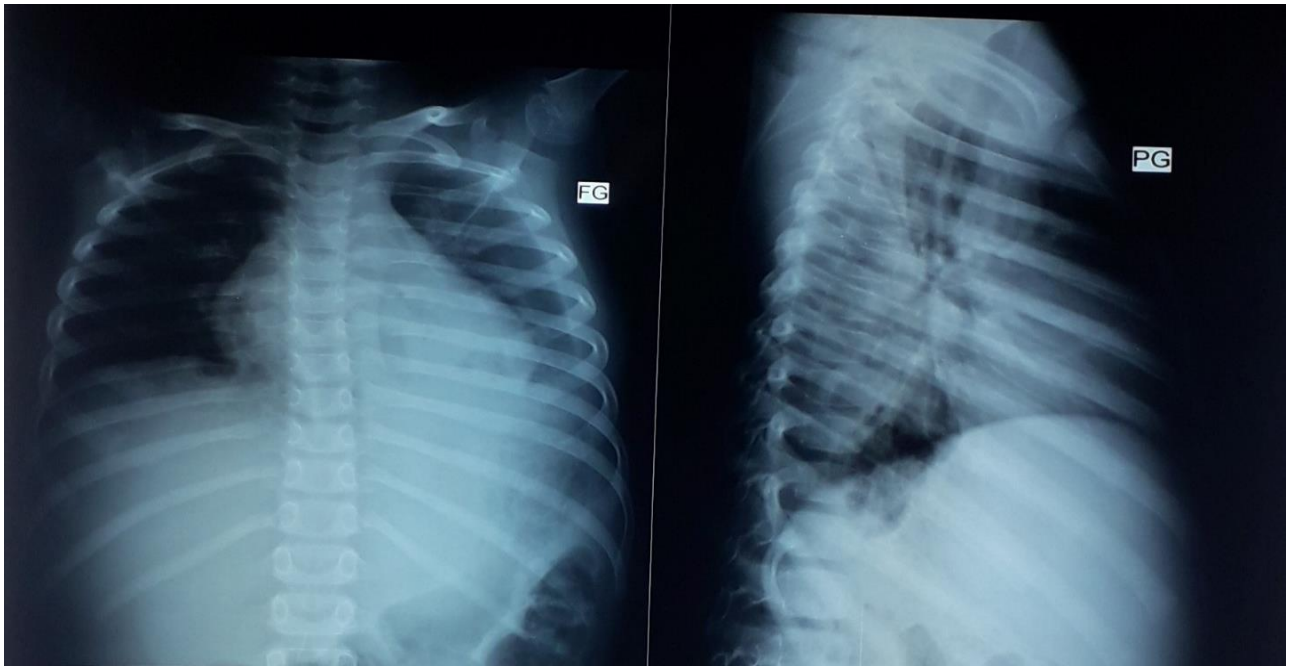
Radiographie thoracique de face et profil montrant un épanchement minime avec émoussement du cul de sac gauche Chez un patient de 15 ans Source : (Service de chirurgie thoracique)
